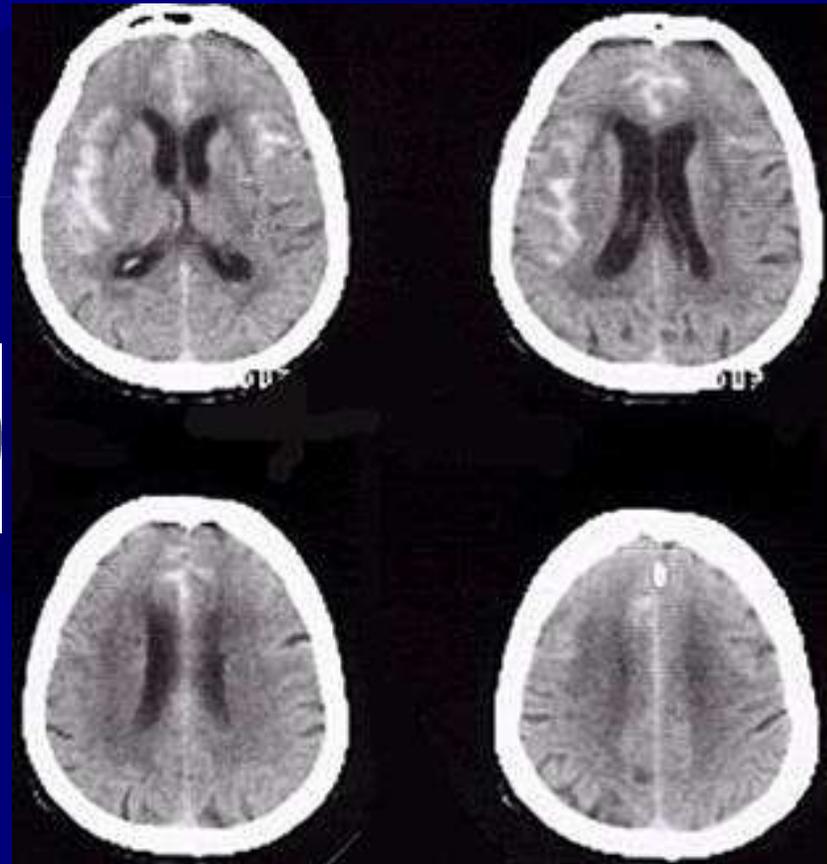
Cranial CT scan shows diffuse SAH with a thin vertical clot in the anterior interhemispheric fissure and small amount of blood in the occipital ventricular horns.
